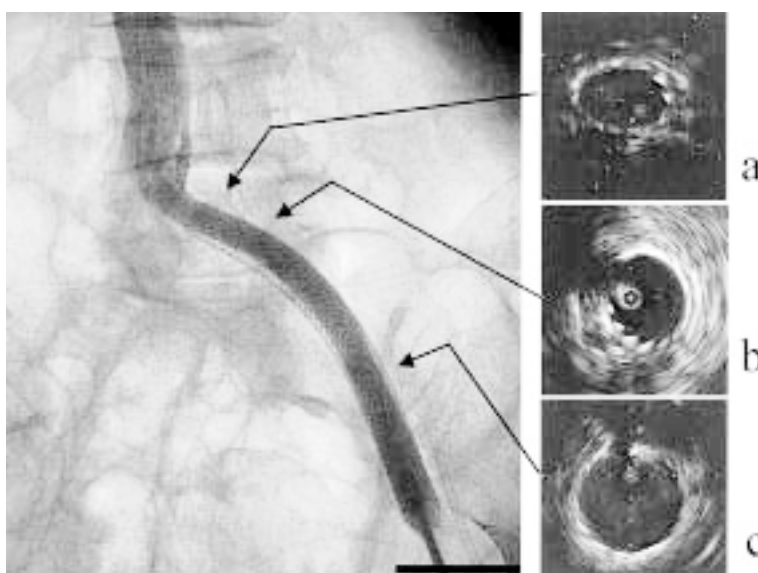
Follow-up venogram and intravascular ultrasound images
